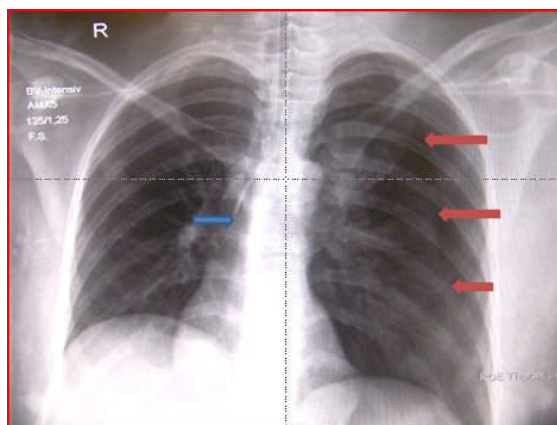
Röntgenaufnahme des Thorax mit Kontrastmittel zur Kontrolle einer ZVK-Anlage in korrekter Lage (blauer Pfeil) über die linke V. subclavia. Deutlich sichtbarer Pneumothorax auf der linken Seite (rote Pfeile)
